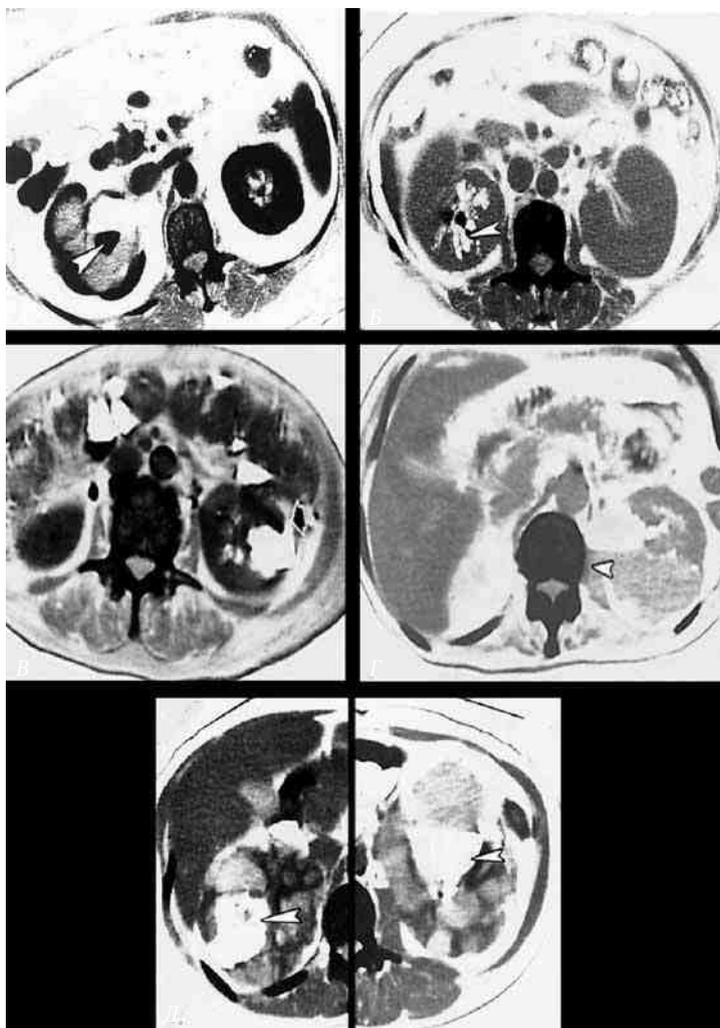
Компьютерные томограммы больных с различными классами острого эмфизематозного пиелонефрита (Huang J-J, Tseng C-C., 2000):
